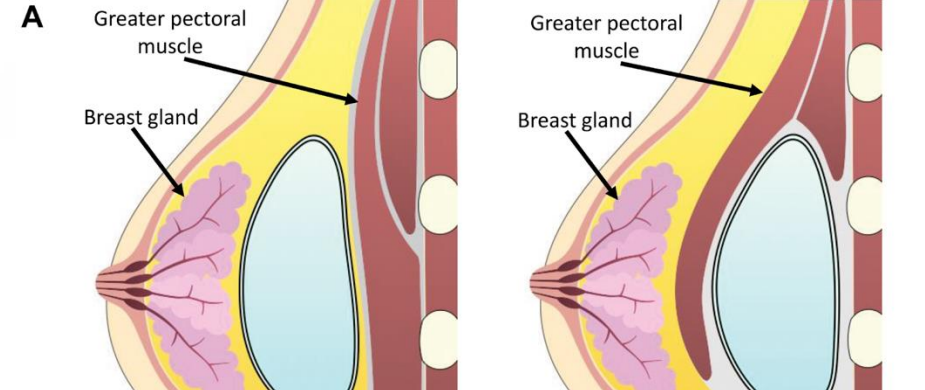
Imágenes de RM en T1 en plano sagital muestran un implante retroglandular (B) y uno retropectoral (C). Obsérvese que el músculo pectoral (flecha) se encuentra dividido por el implante en la posición retropectoral (C).
